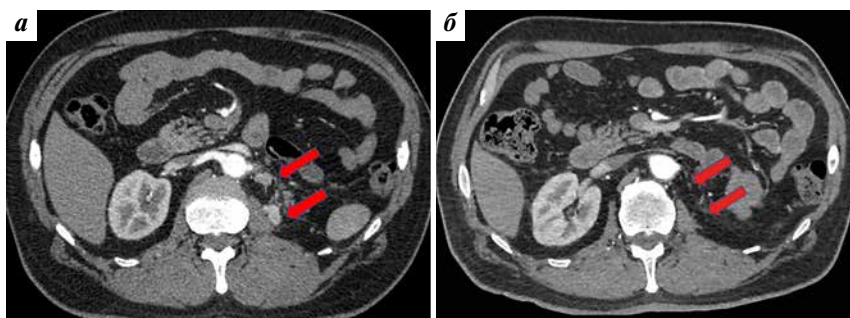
Мультиспиральная компьютерная томограмма: а — рецидивная опухоль в ложе левой почки (отмечена стрелками); б — через 6 мес терапии опухоль не определяется (стрелки)
